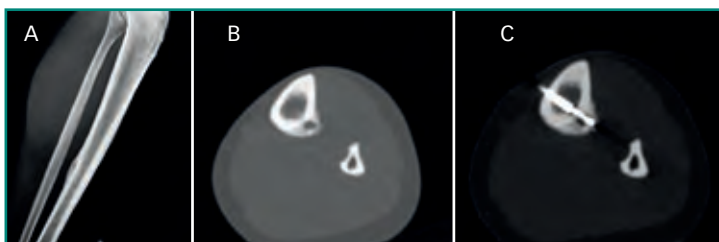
Osteoma osteoide, en región posterior del tercio medio de la diáfisis tibial, visto en Rx simple (A) y TC axial (B), en mujer de 33 años, con dolor nocturno, que cede con AAS, tratado con radiofrecuencia guiada con TC (C).
